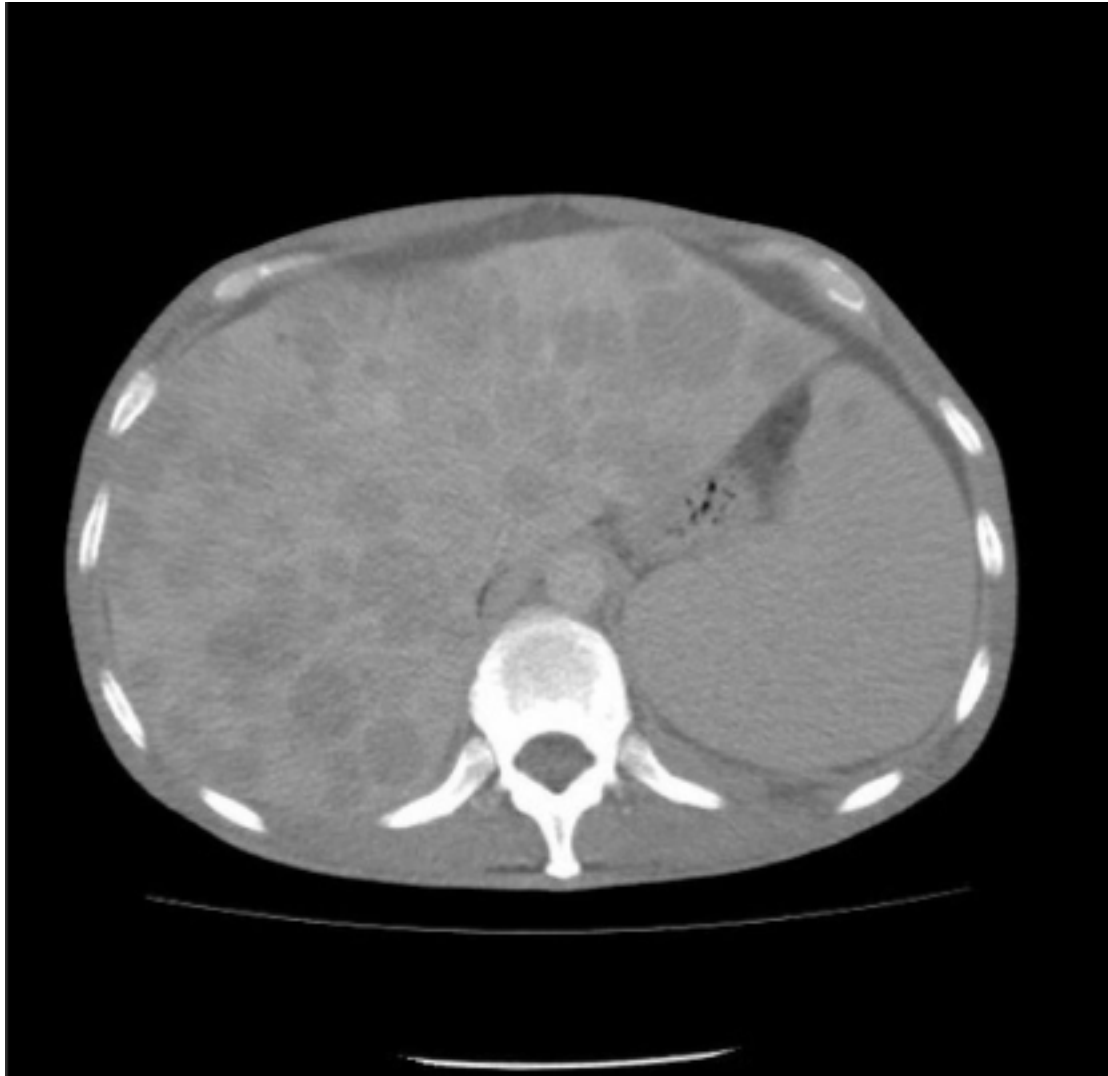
Tomografia computadorizada de abdome: lesões hepáticas metastáticas de melanoma.
